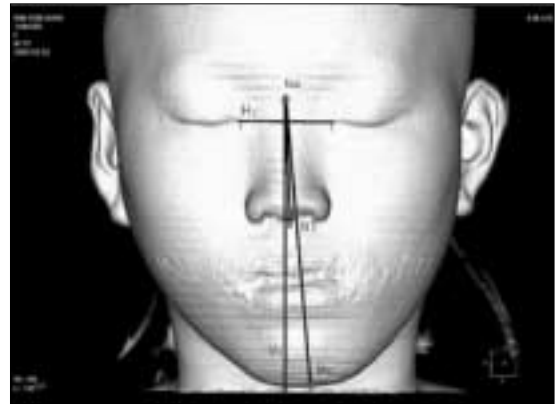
Analysis of soft tissue 3D-CT
